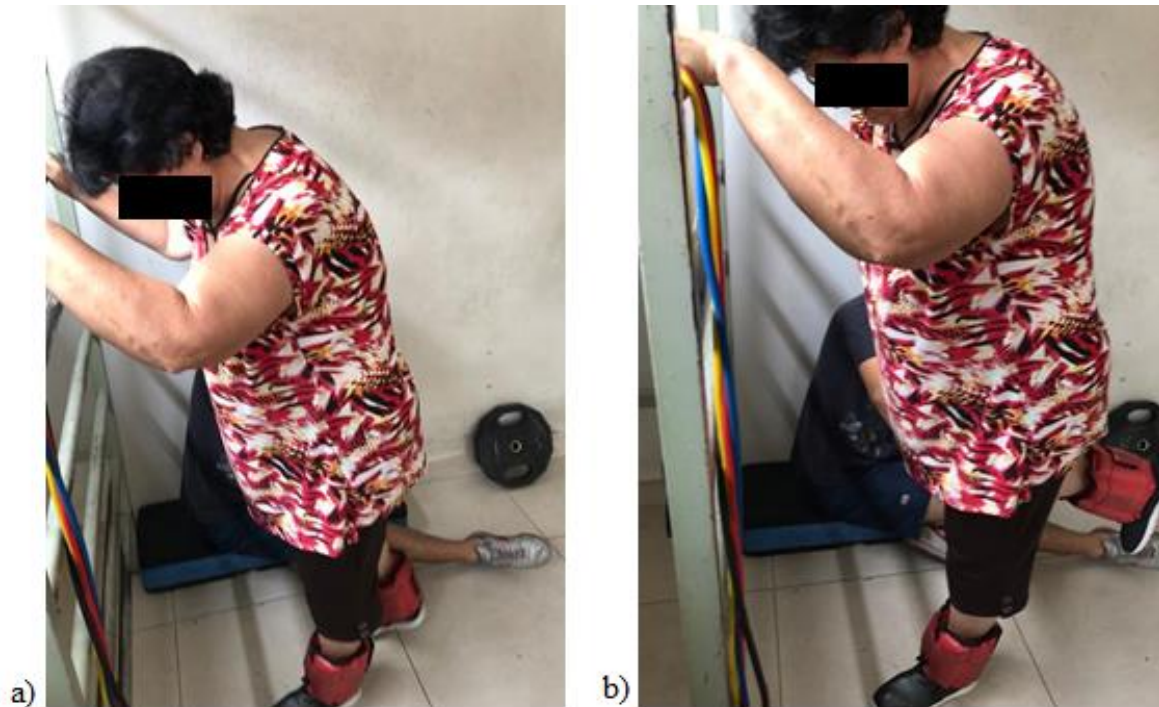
Teste de 10RM flexão de joelho.
